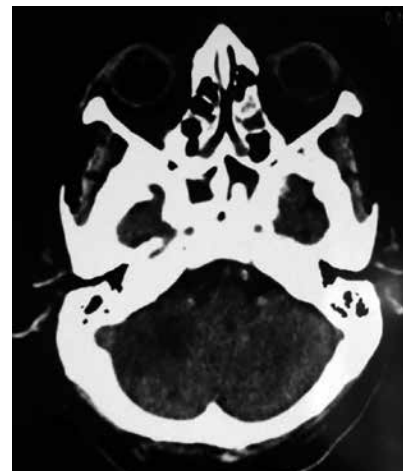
TAC simple de cráneo, lesión hipodensa en región posteroinferior cerebelar derecha.
